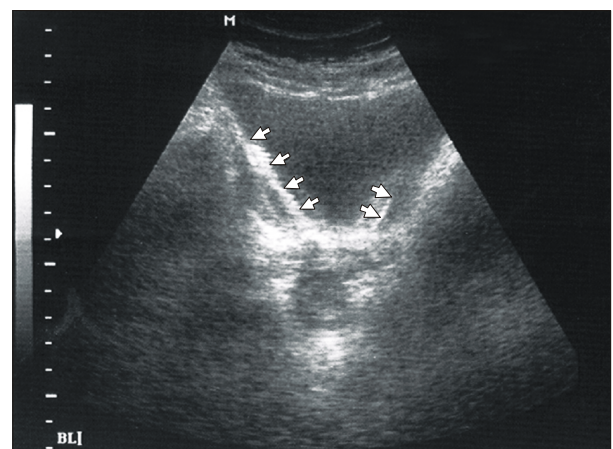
Ultrasonography shows linear hyperechoic echogenicity in the bladder.
